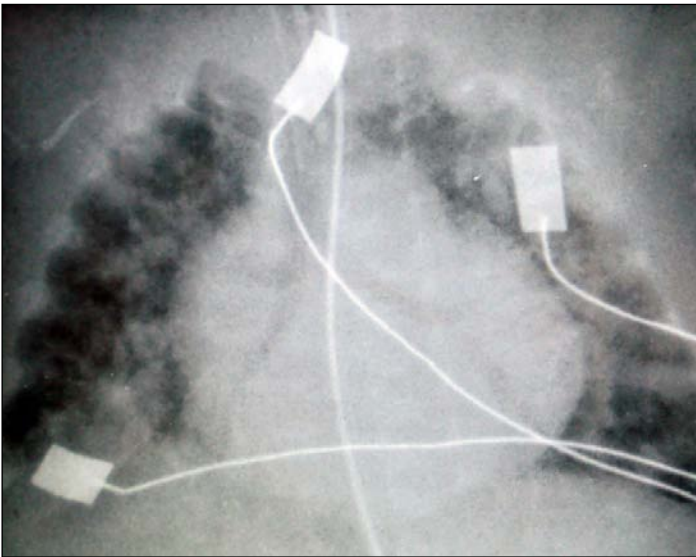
Radiografía de tórax postero-anterior de paciente prematura de 25 semanas con ductus grande. Se objetiva una gran cardiomegalia, aumento de la vascularización pulmonar y signos de broncodisplasia pulmonar.
